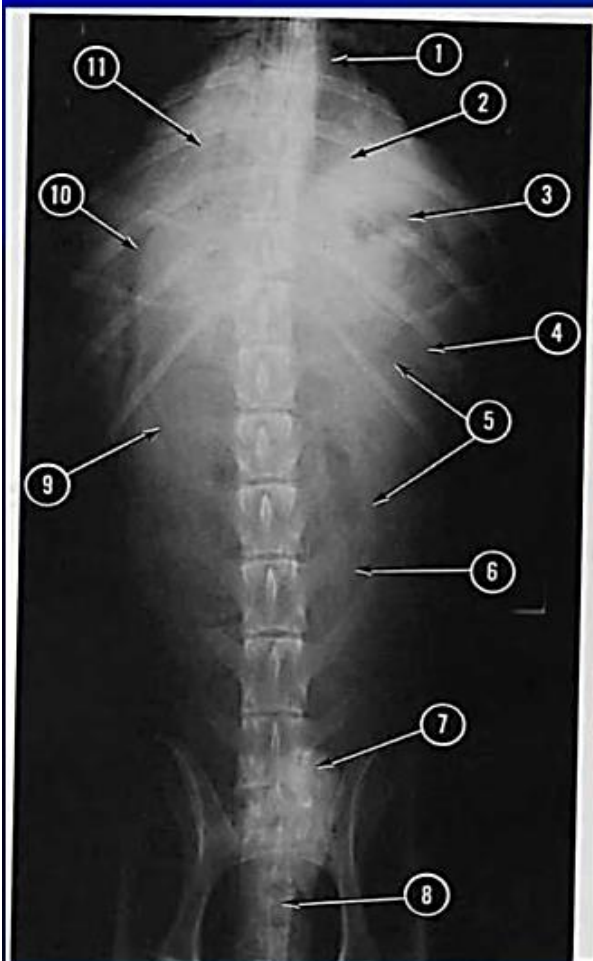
Ventrordorsal Radiograph of Canine Abdomen.
